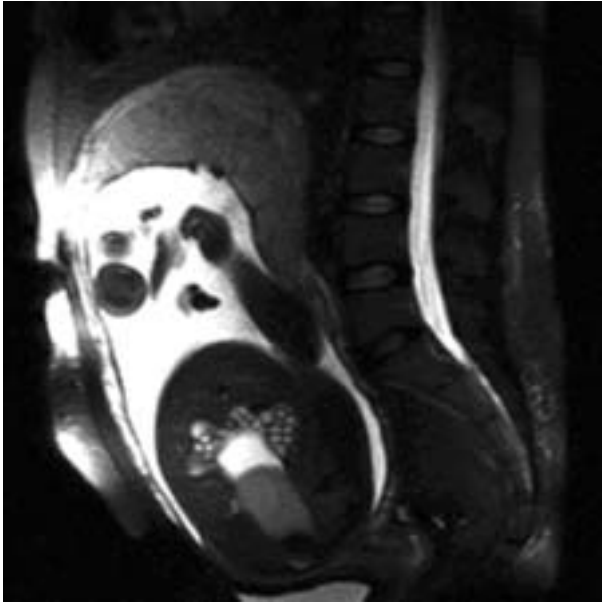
T2-weighted coronal MR image shows a cystic mass inferior to the bladder, which shows tapering (arrowhead) to the caudal direction, suggesting cervical canal.
